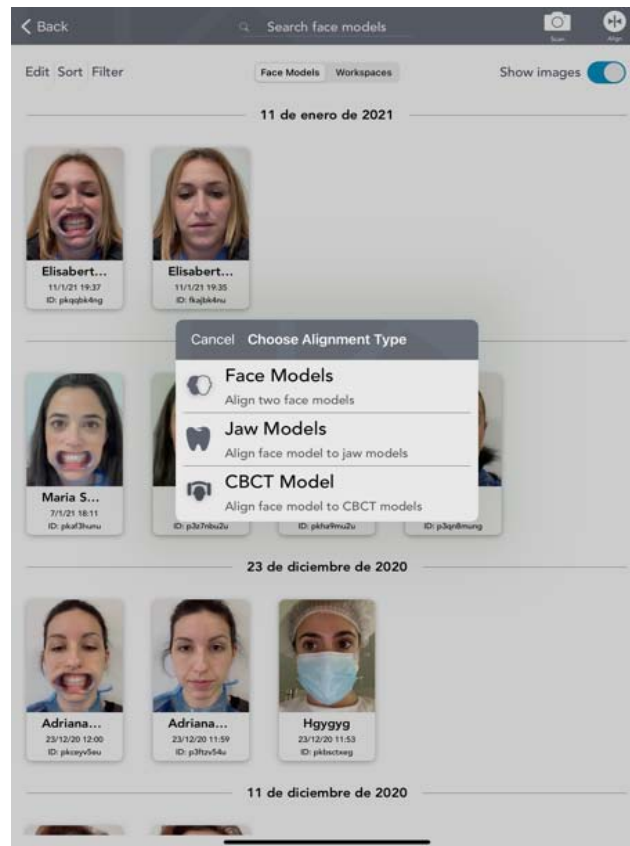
Interfaz de la aplicación que permite la alineación con Fotografías faciales 3D, con modelos intraorales o con un CBCT.
